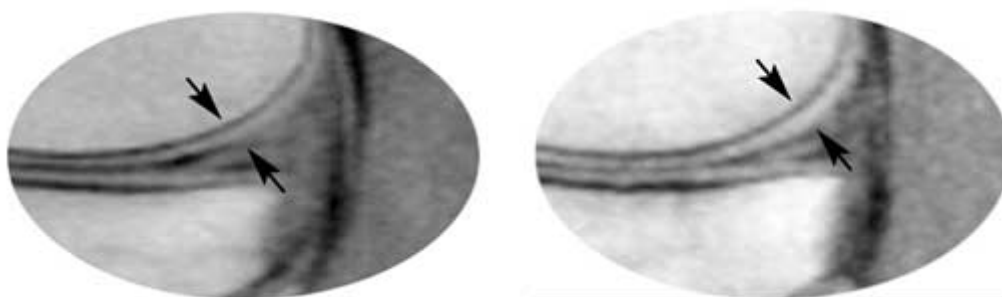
Томограмма коленного сустава больного Л. до лечения Алфлутопом и спустя 12 месев
